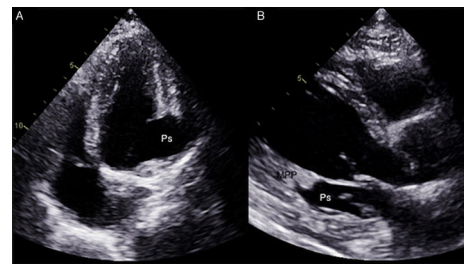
Ecocardiografía transtorácica con solución de continuidad abrupta y transmural de la pared ventricular izquierda postero-basal, en íntima relación con estructuras del anillo mitral posterior y del músculo papilar posterior. MPP: músculo papilar posterior; Ps: pseudoaneurisma de ventrículo izquierdo.
